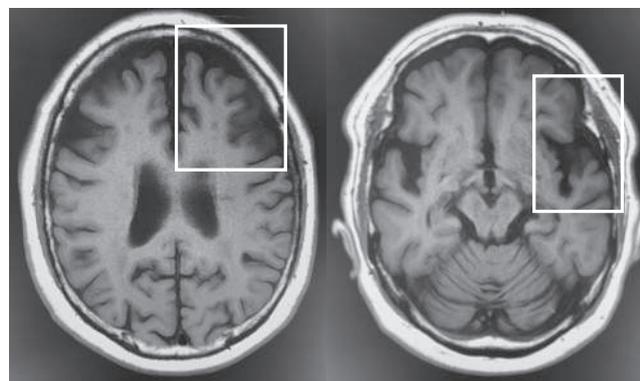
聴覚的理解は可能であるが、非流暢性失語が徐々に進行していった症例の頭部 MRI
